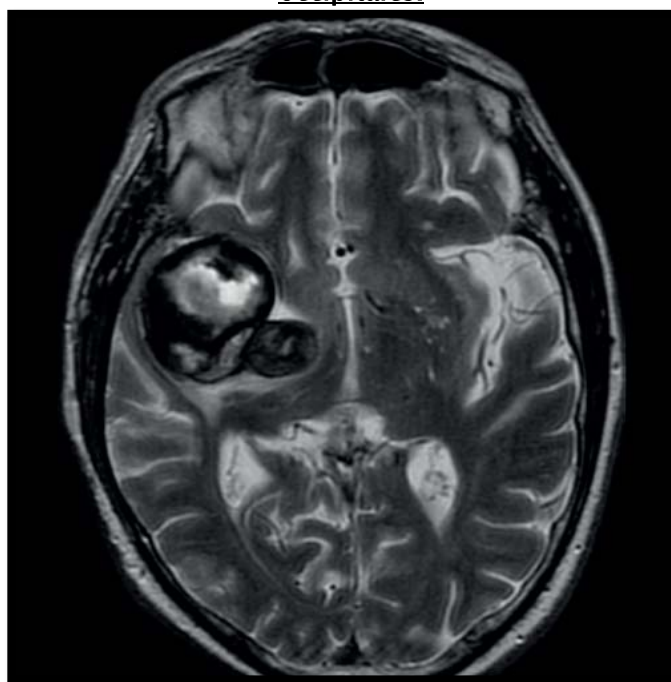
Coupe axiale d'une IRM T2 objectivant un anévrysme géant partiellement thrombosé de l'ACM droite (106).
